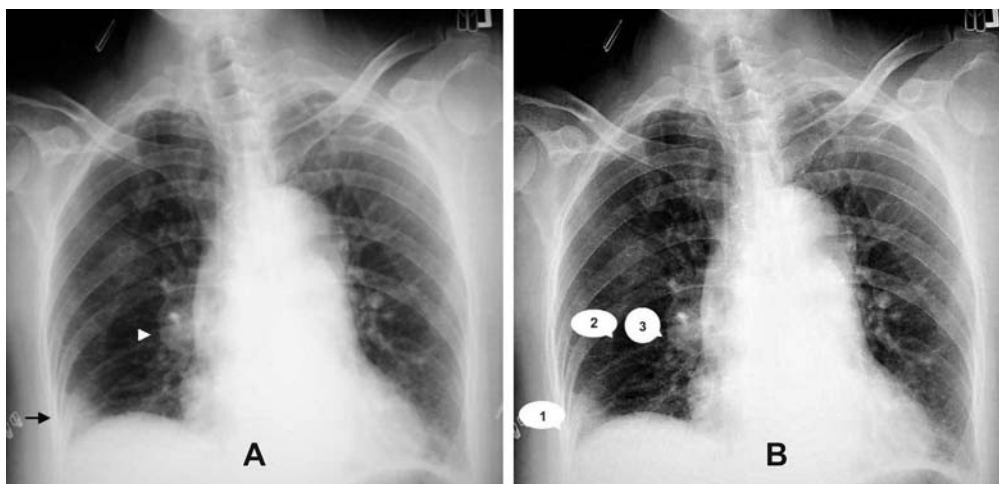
Radiografía de tórax que ilustra en B, la joroba de Hampton hacia la base del pulmón derecho (1), el signo de Westermark en el mismo pulmón (2) y el signo de Palla's (3). En A se observa la misma placa sin detalles para establecer la comparación
